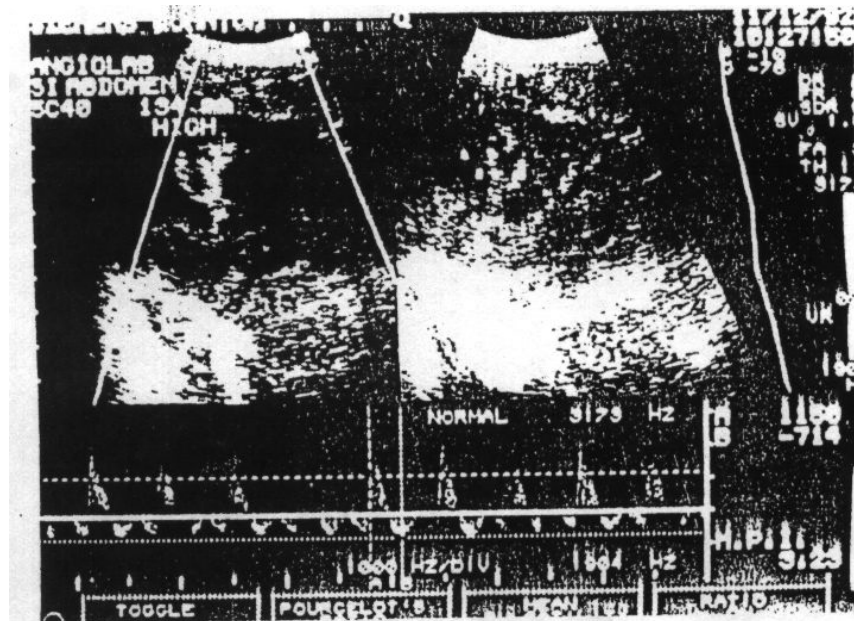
Eco-Doppler de paciente com rejeição aguda, com cálculo do índice de pulsatilidade aumentado (3,23), evidenciando aumento da resistência vascular renal.
